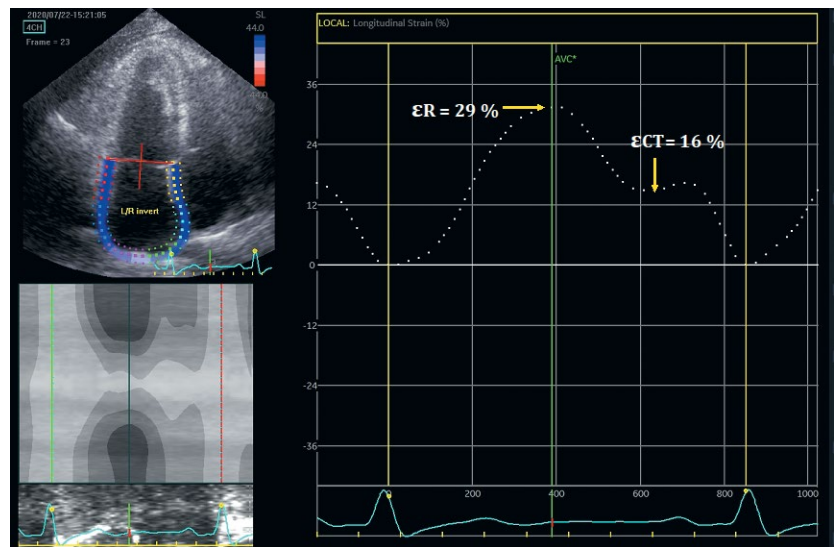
Пример сниженной глобальной продольной деформации ЛП у пациента 55 лет с жалобами на одышку при нагрузке с нормальной ФВ ЛЖ 57 % с небольшим увеличением ЛП (ИОЛП 36 мл/м^2 , E/e' 12, e' перегородки 8 см/с), что заставляет предполагать наличие ХСНсФВ. Метод регистрации от зубца R ЭКГ до зубца R: ϵ_{CT} 16 % — стрейн в контрактильную фазу; ϵ_R 29 % — стрейн в фазу накопления; ϵ_{CD} 13 % — стрейн в фазу протекания (рассчитывается как разница между ϵ_R и ϵ_{CT}).
